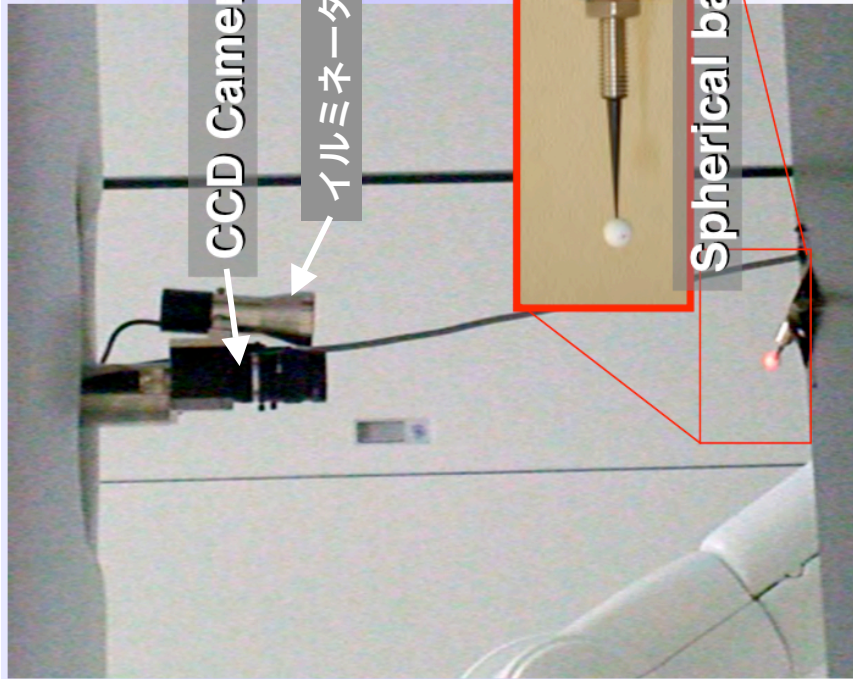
1に示す通り、X線ヘッドのMLC出口にCCDカメラを取付け、これをX線ヘッドの軸に精密にアライメントした。更に、アイソセンターに表面に光反射加工を行った直径3/8インチ (9.53 mm) の金属性の基準球を設置して、これをCCDカメラで観察し、カメラ画像の画像解析を行うことにより基準球の中心を求めた。基準球の中心はアイソセンターと $\pm 5 \mu\text{m}$ の精度で一致するようにした。測定の精度を保証するため、測定中は室内を暗黒状態とし、CCDカメラの脇にイルミネータ光源を設けて、基準球を照明するようにした。図7. 1で、CCDカメラ画像は、画像処理を容易にするため、コントラストを反転した画像となっている。30°刻みでO-Ringを360°回転し、基準球の中心と、その時のX線ヘッド軸との誤差を求めた。測定は4回行い、その結果を図7. 2に示す。
